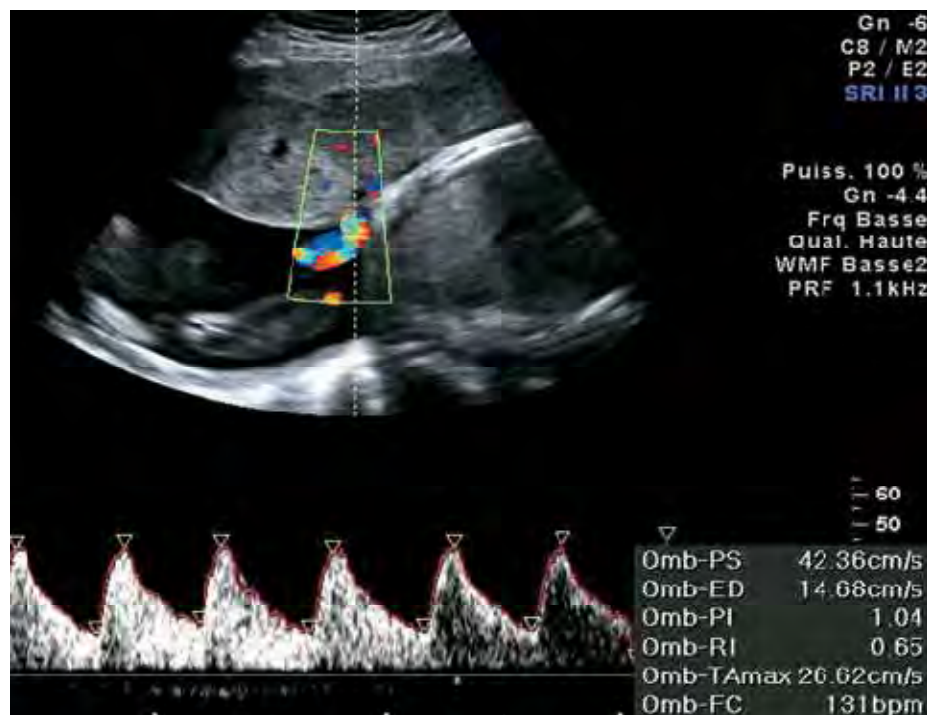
Doppler ombilical normal [97]
